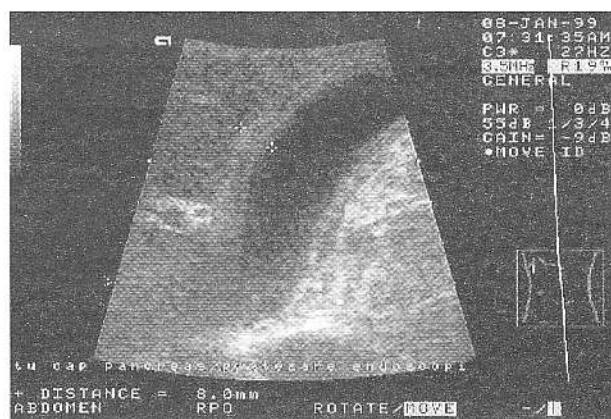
Tumoră pancreatică cefalică. Protezare endoscopică. Modificări ecografice de colecistită acută.
